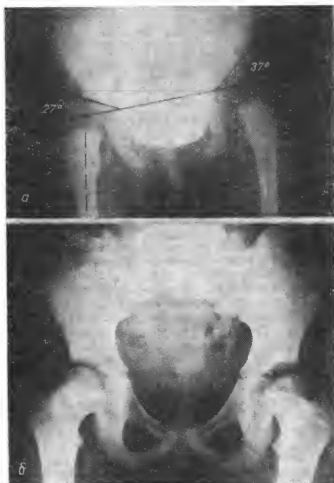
Рентгенограммы тазо-бедренных суставов ребенка М-вой.
